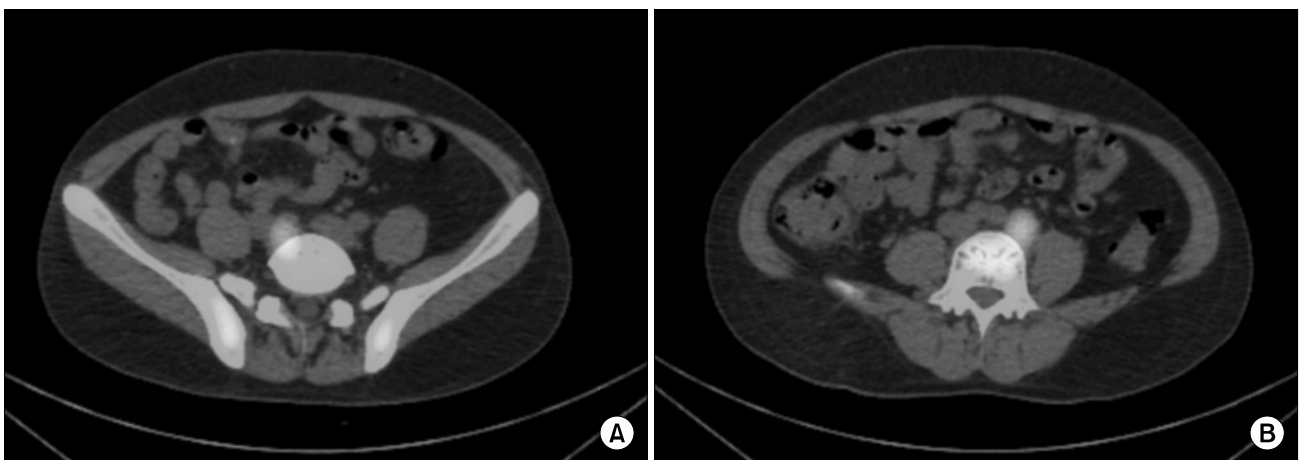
Technetium-99m RBC scintigraphy shows uptake in both common iliac area masses. (A) Right side. (B) Left side.
